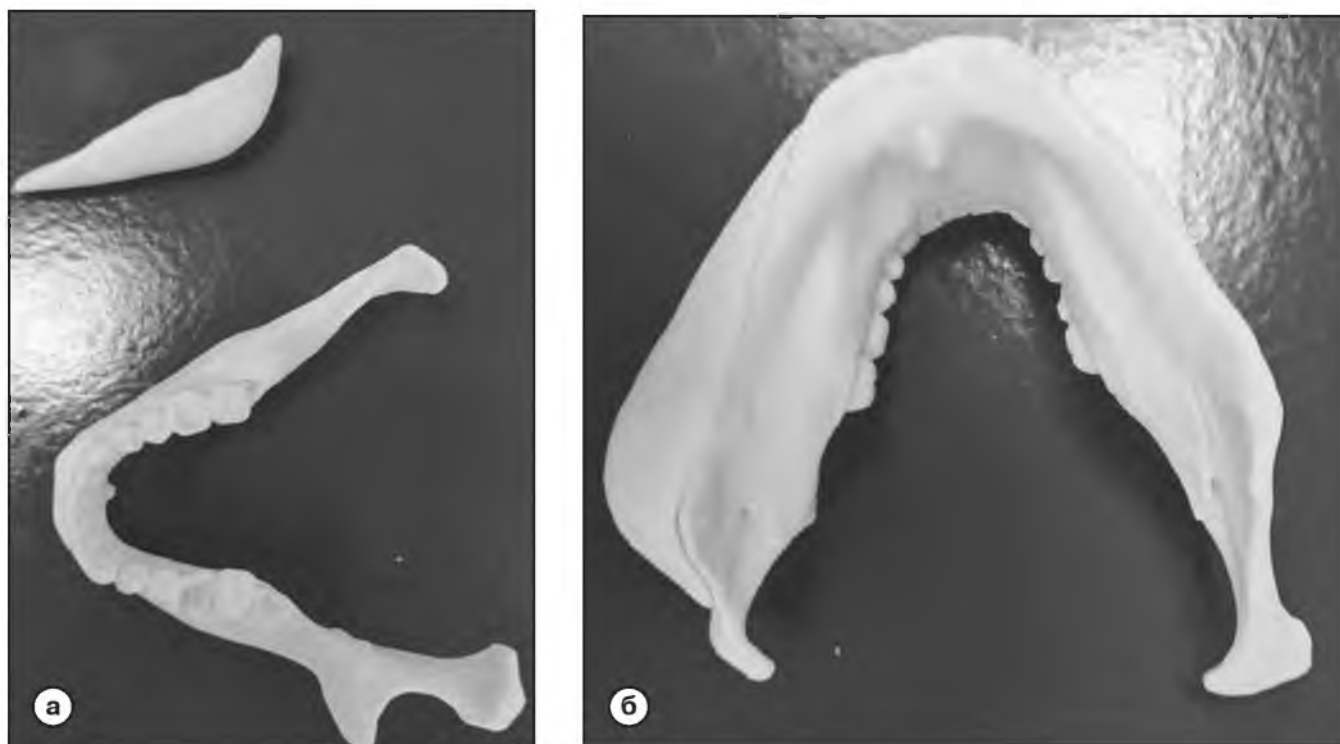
Модель шаблона индивидуального прототипа, построенная при помощи МСКТ, с последующим использованием специализированного компьютерного обеспечения (*Materialise 3-matic medical*, Бельгия), с последующим использованием 3Д-печати (аддитивные технологии печати). На рисунках а-б наглядно представлен высокий уровень детализации анатомических структур, с дополнительным объемом материала для восполнения симметрии половин тела и ветвей нижней челюсти.
